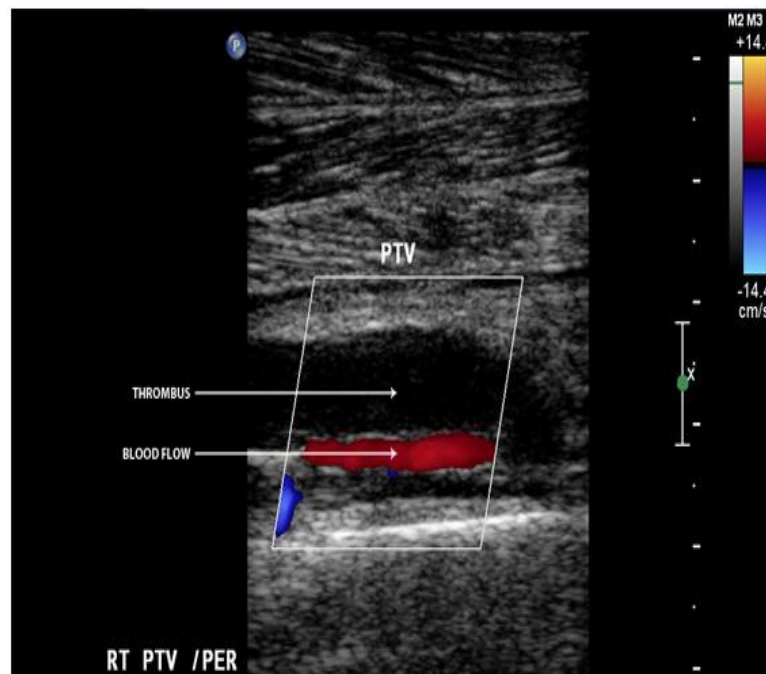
Ecografía Doppler Trombosis de la Vena Tibial Posterior
